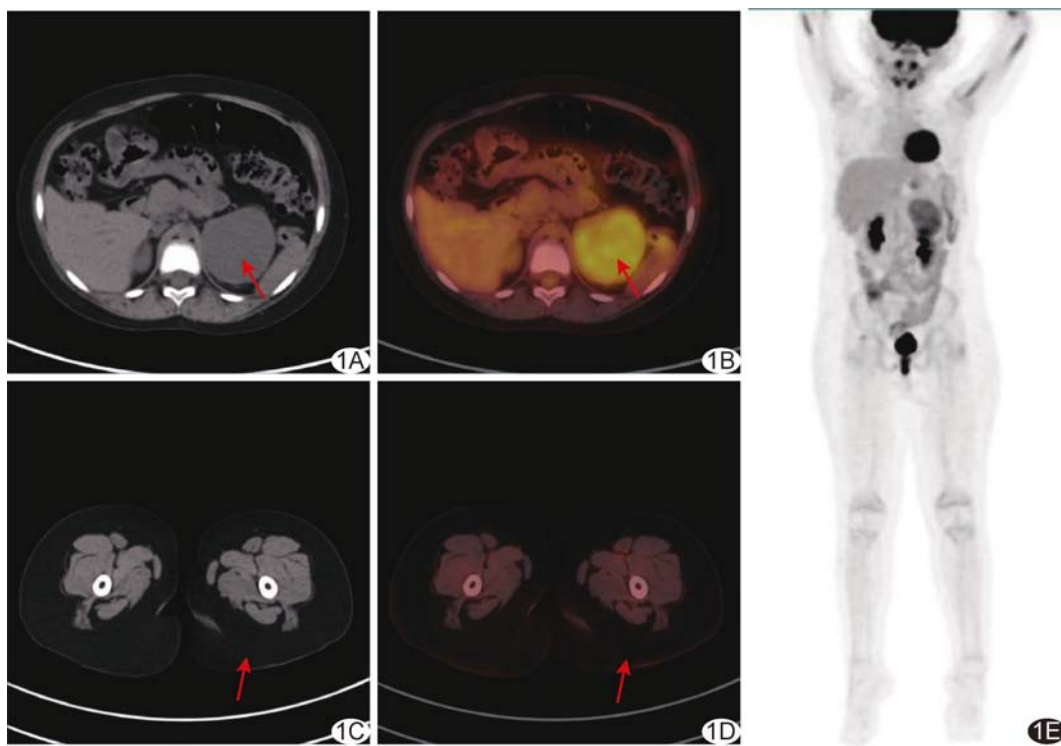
ROHHAD 综合征<sup>18</sup>F-FDG PET/CT 表现 A、B. 左肾上腺水平轴位 PET/CT 图示左肾上腺区软组织肿物(箭)FDG 摄取增高; C、D. 股骨上段水平轴位 PET/CT 显示皮下脂肪增厚(箭), 未见异常 FDG 摄取; E. <sup>18</sup>F-FDG PET/CT 最大密度投影图
